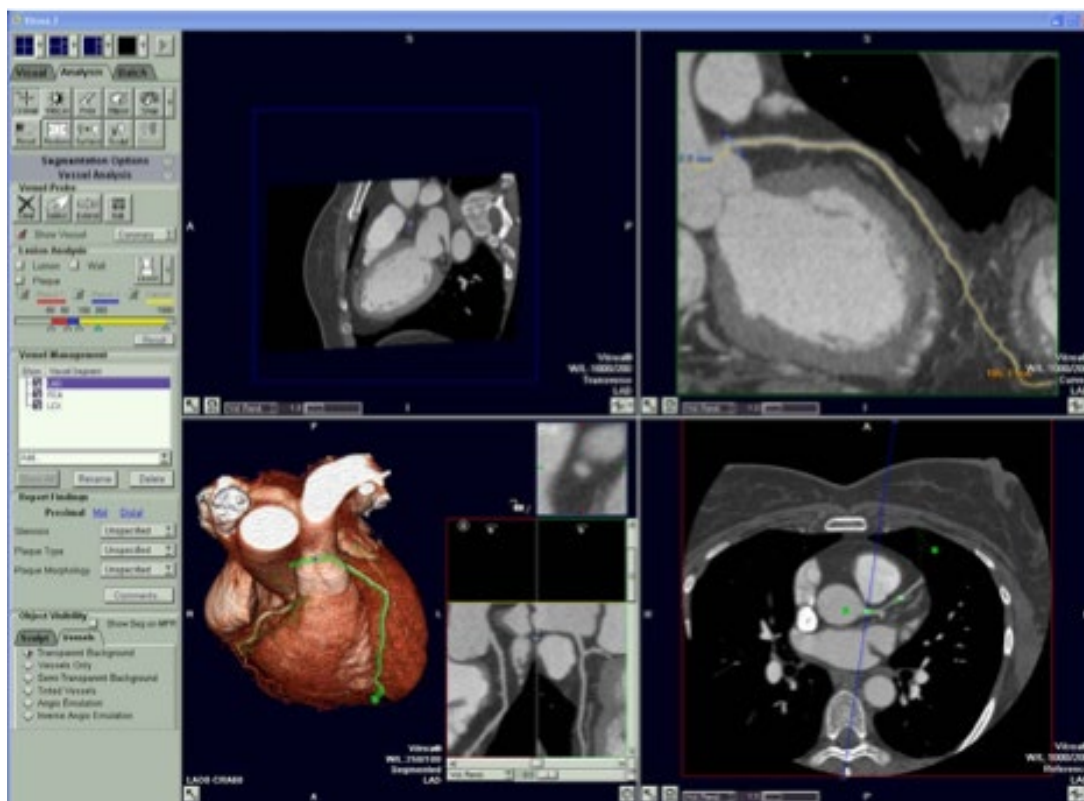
Вид экрана рабочей станции Vitrea® при использовании программы CTA–Coronary Artery Analysis.
